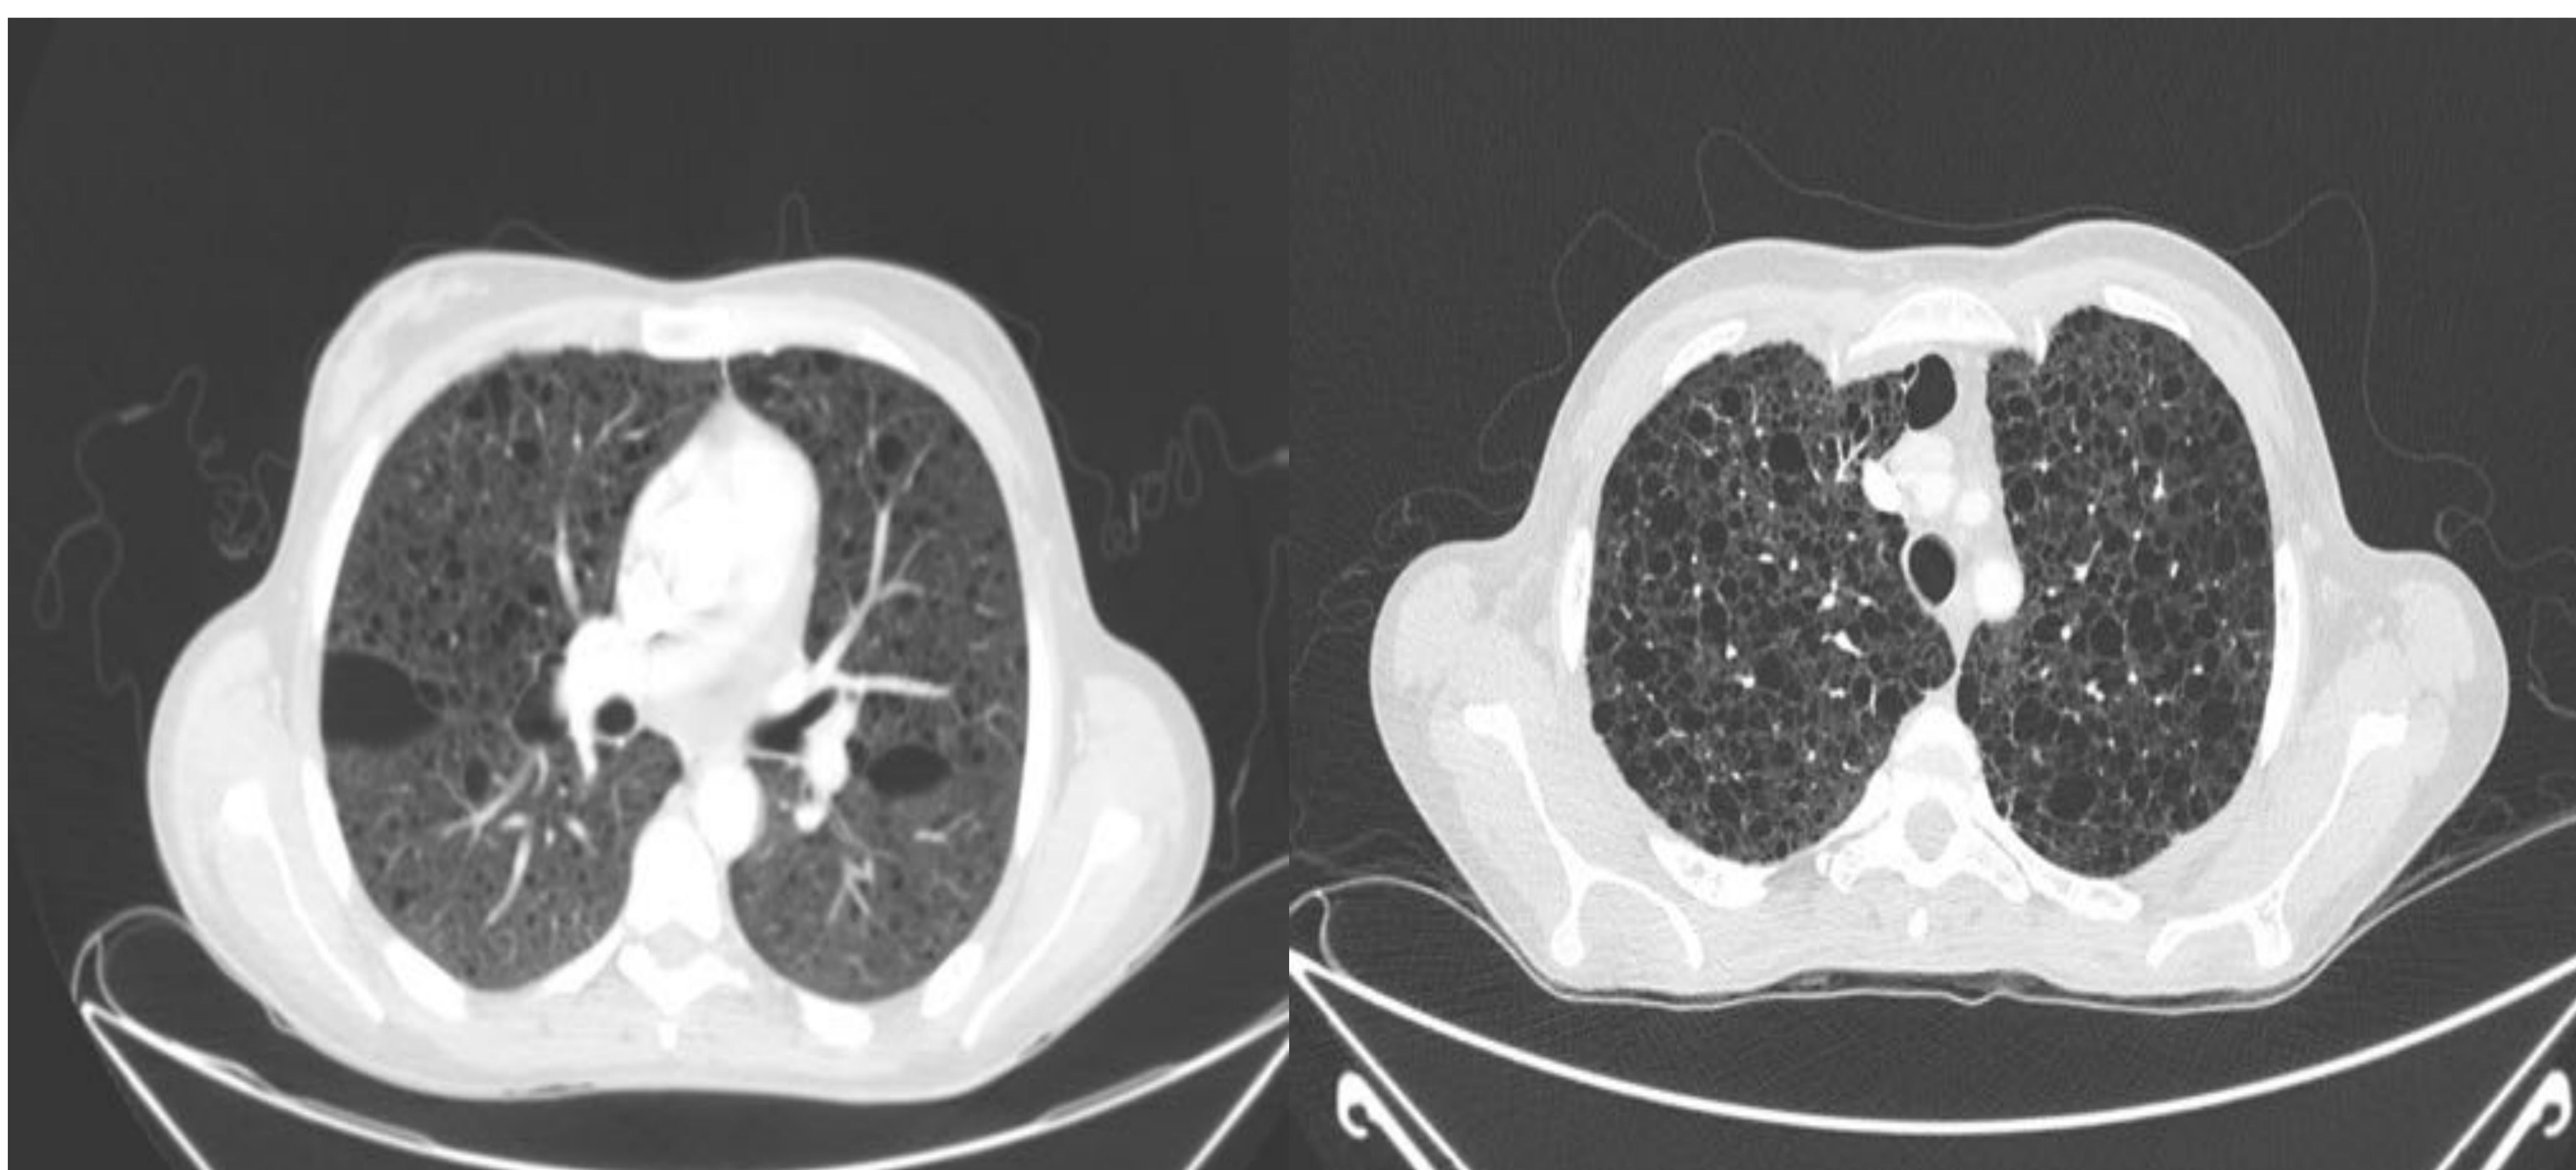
TC Corte axial, con ventana pulmonar.
